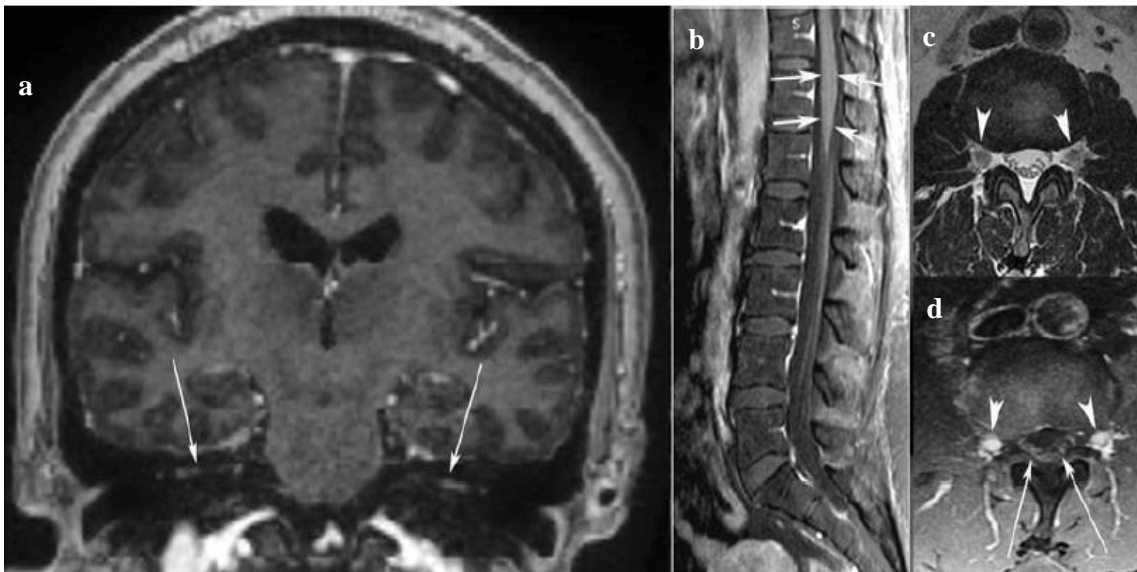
Ressonância magnética referente ao caso descrito por Fontes et al., 2016
